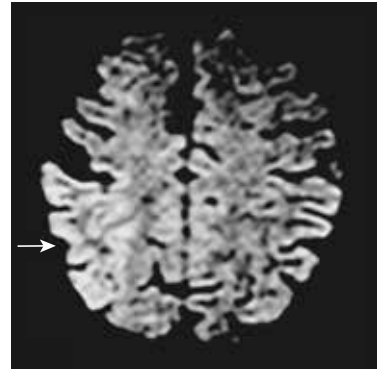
Paciente de 43 años con migraña sin aura conocida con visión prolongada de puntos negros cayendo en ambos campos visuales durante cuatro días (aura visual persistente). La RM en secuencia de difusión muestra hiperintensidad cortical occipitoparietal derecha. La RM realizada siete días después fue normal. El estudio cardiovascular y el análisis de trombofilias fueron normales¹⁸.
